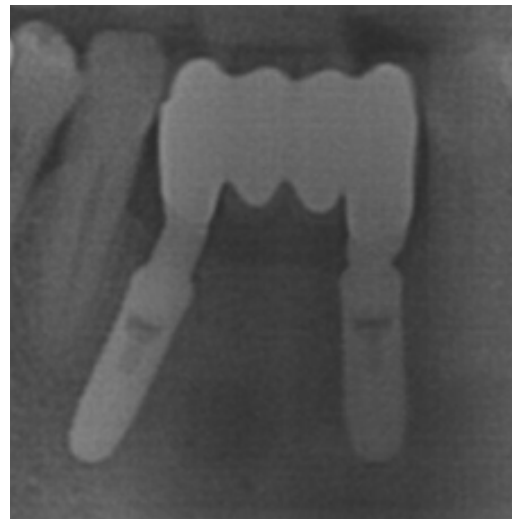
Panoramic and periapical radiography 14 months after final restoration. There was 0.5mm vertical bone resorption on the autogenous.
